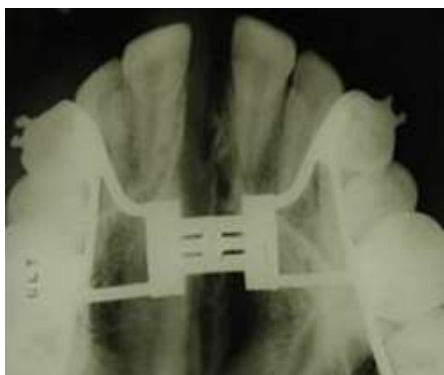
Рентгенограмма срединного небного шва
